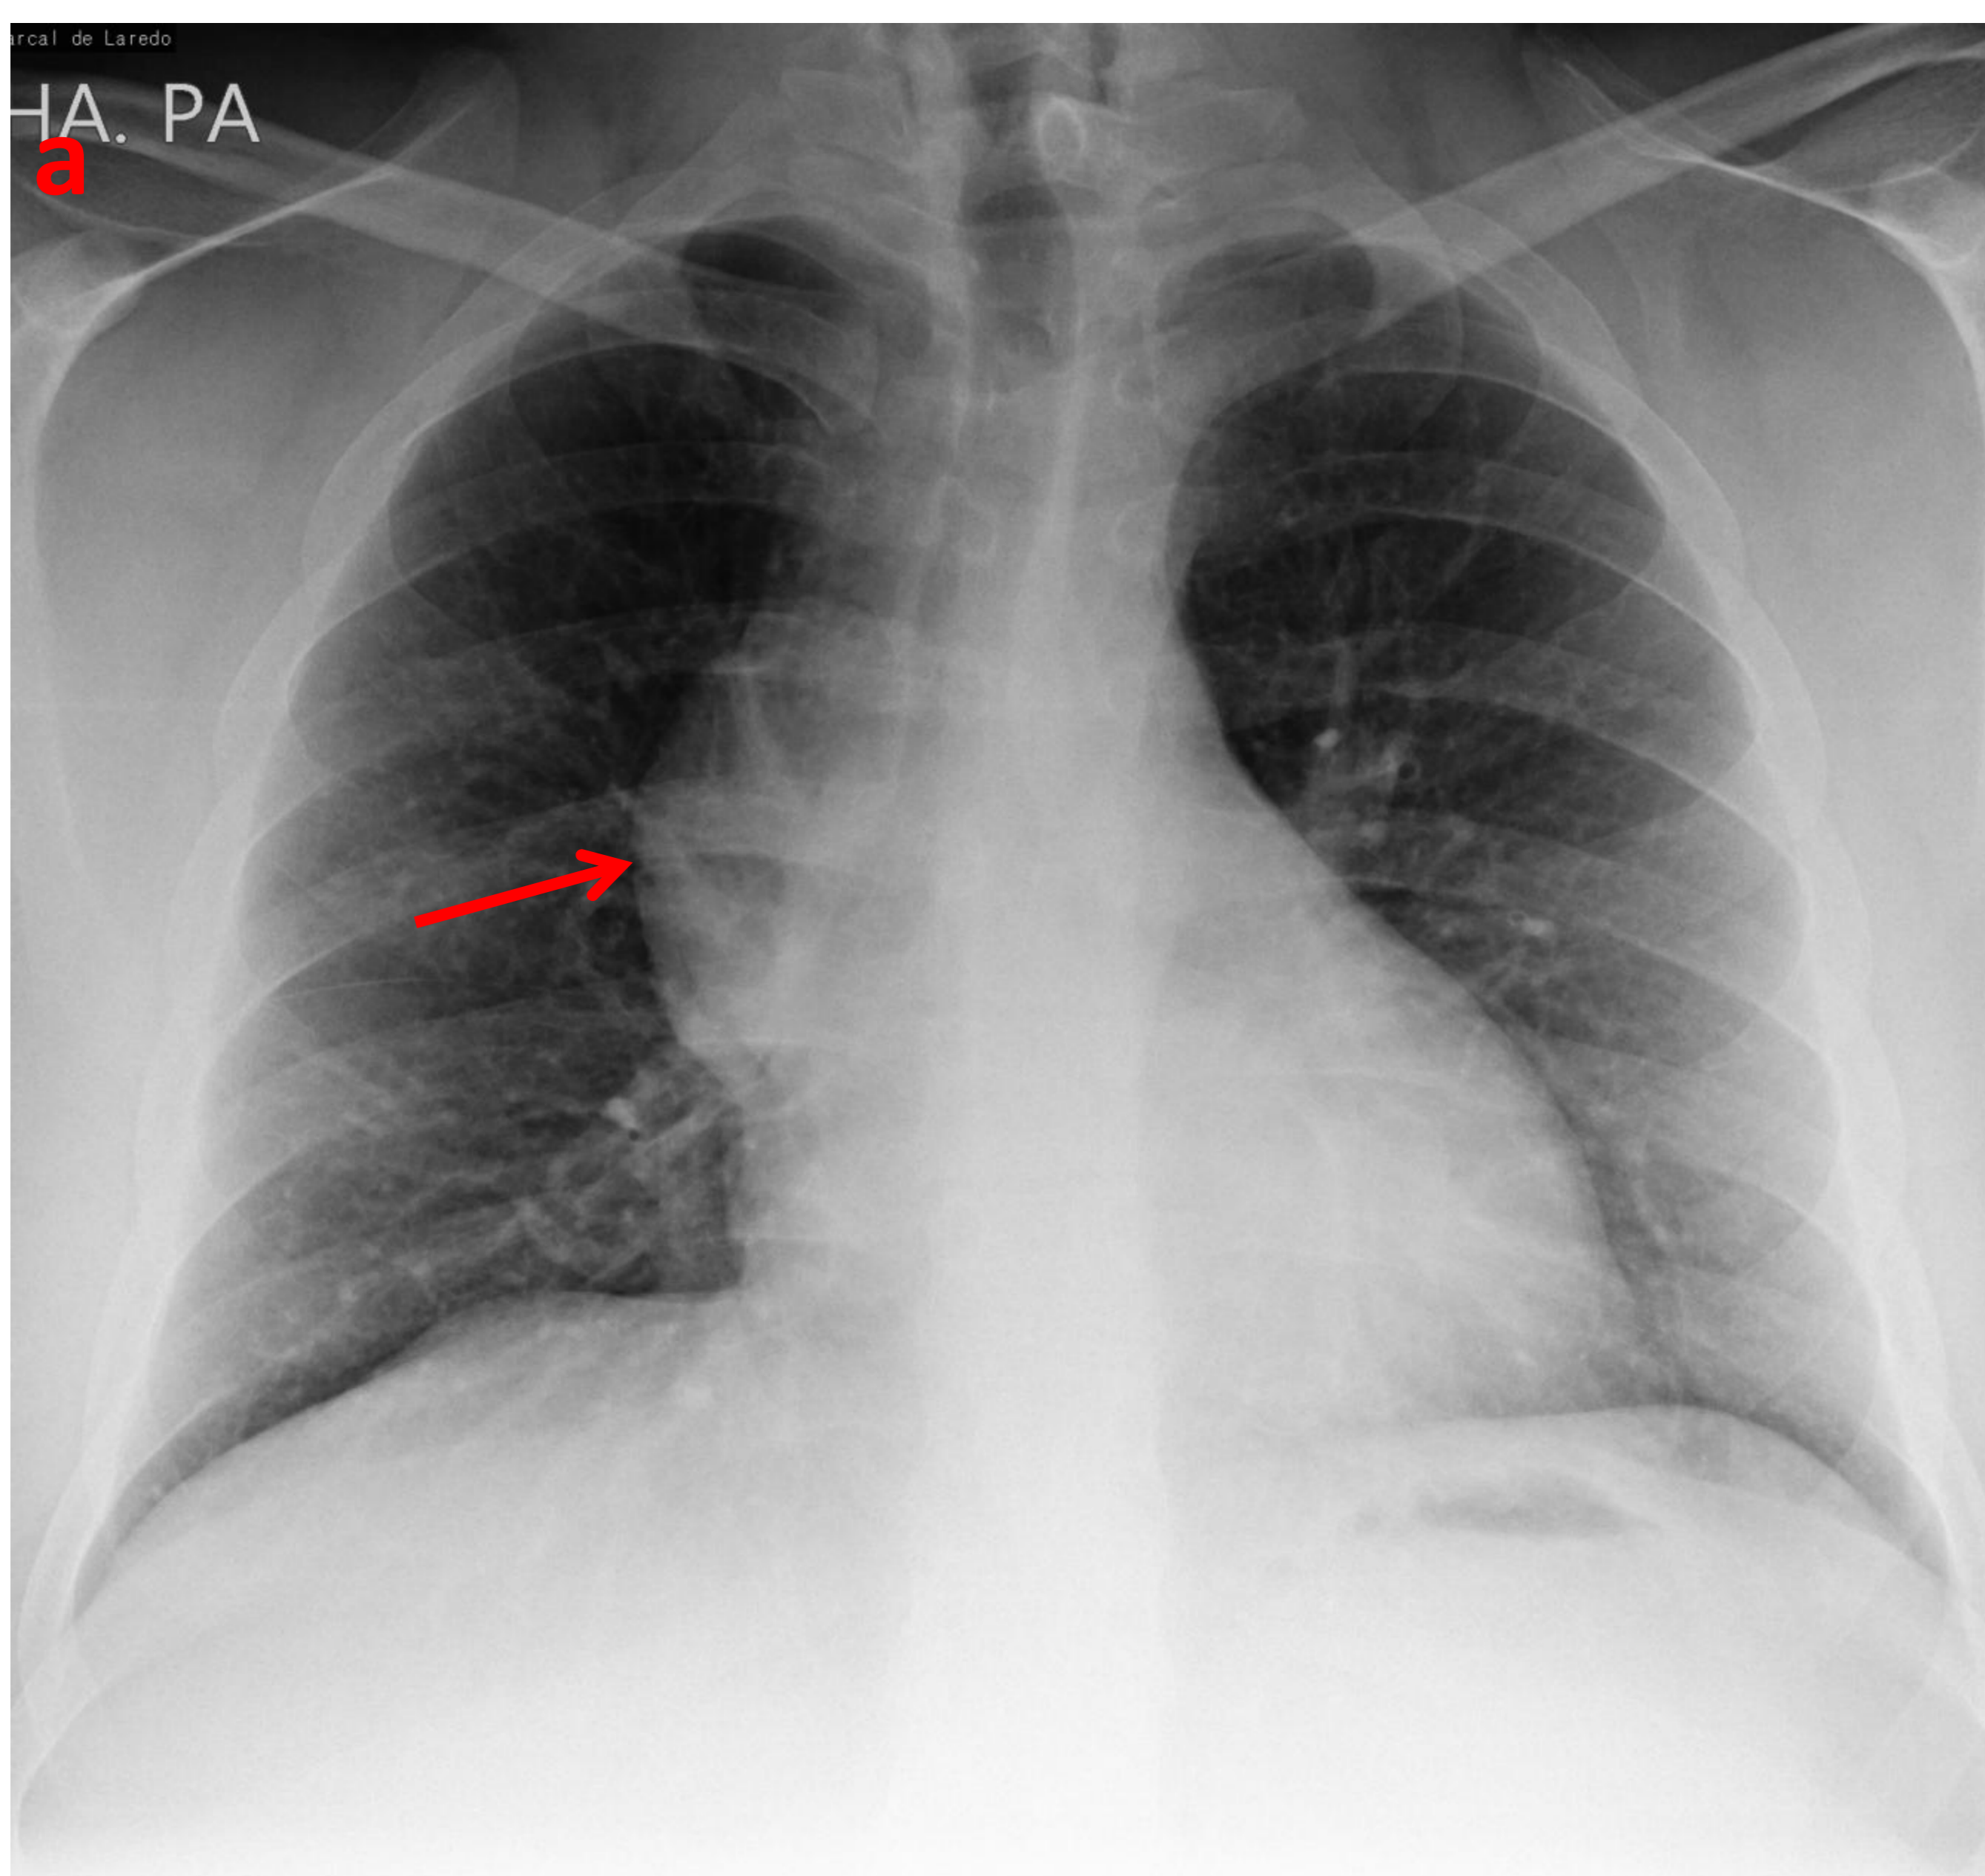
(a) Rx de tórax PA de varón de 24 años que acudía a Urgencias por dolor pleurítico. Se observa una lesión que condiciona ensanchamiento mediastínico (flecha roja). (b) Se completa el estudio con TC que pone de manifiesto una masa en mediastino anterior, lateralizada a la derecha, bien definida, cuya anatomía patológica fue compatible con timoma (flecha roja).
